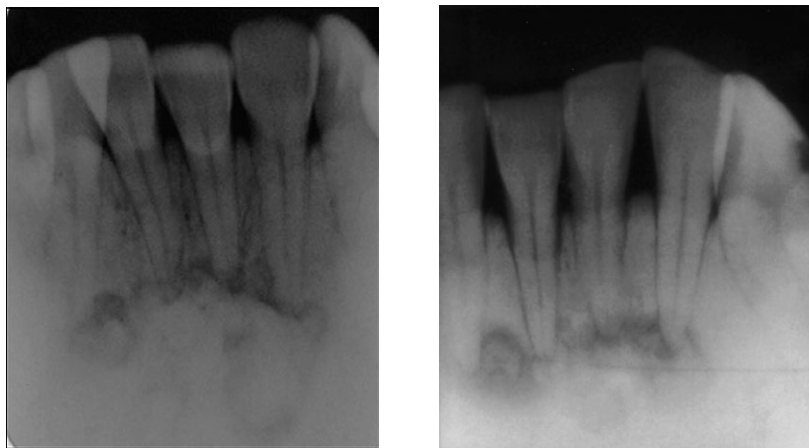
Radiografías periapicales de dos hermanas con osteopetrosis en donde se observan áreas radioopacas y radiolúcidas mezcladas.^(IX)
